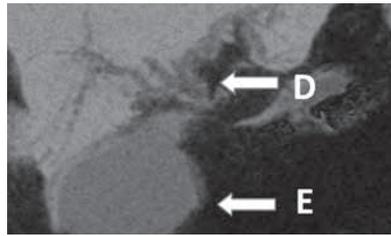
МСКТ с внутривенным контрастированием (D – внутривенная билиарная гипертензия; E – увеличение размеров желчного пузыря)
